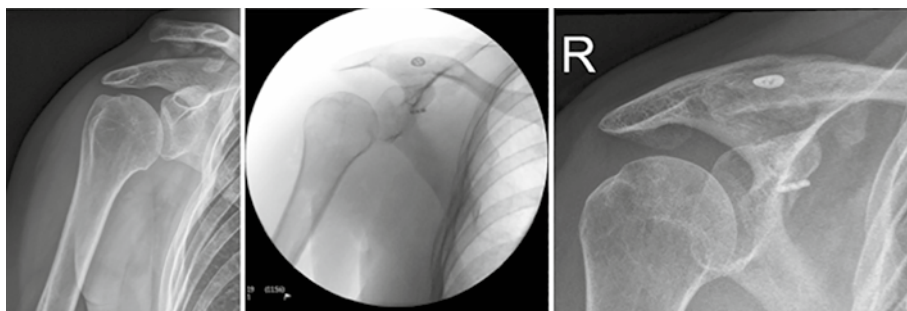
Chronische ACG-Sprengung: prä- und postoperatives Röntgenbild sowie radiologische Verlaufskontrolle 1 Jahr postoperativ
